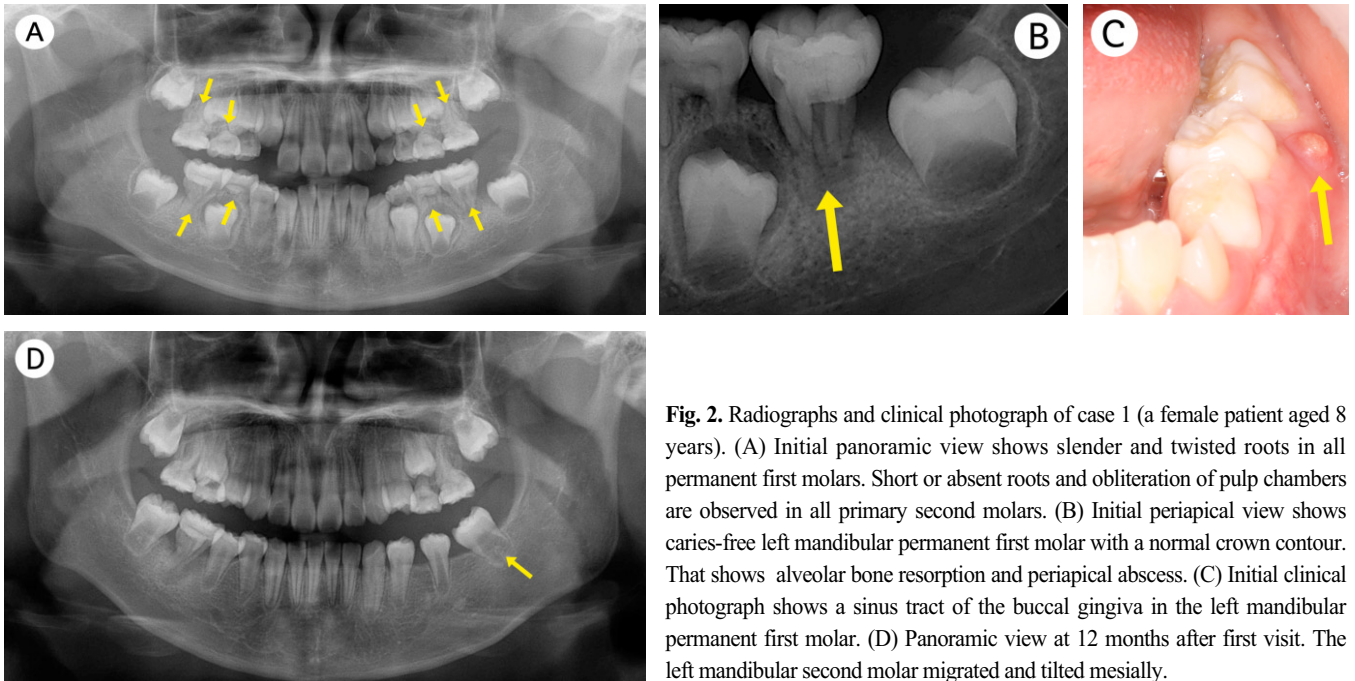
Radiographs and clinical photograph of case 1 (a female patient aged 8 years). (A) Initial panoramic view shows slender and twisted roots in all permanent first molars. Short or absent roots and obliteration of pulp chambers are observed in all primary second molars. (B) Initial periapical view shows caries-free left mandibular permanent first molar with a normal crown contour. That shows alveolar bone resorption and periapical abscess. (C) Initial clinical photograph shows a sinus tract of the buccal gingiva in the left mandibular permanent first molar. (D) Panoramic view at 12 months after first visit. The left mandibular second molar migrated and tilted mesially.
